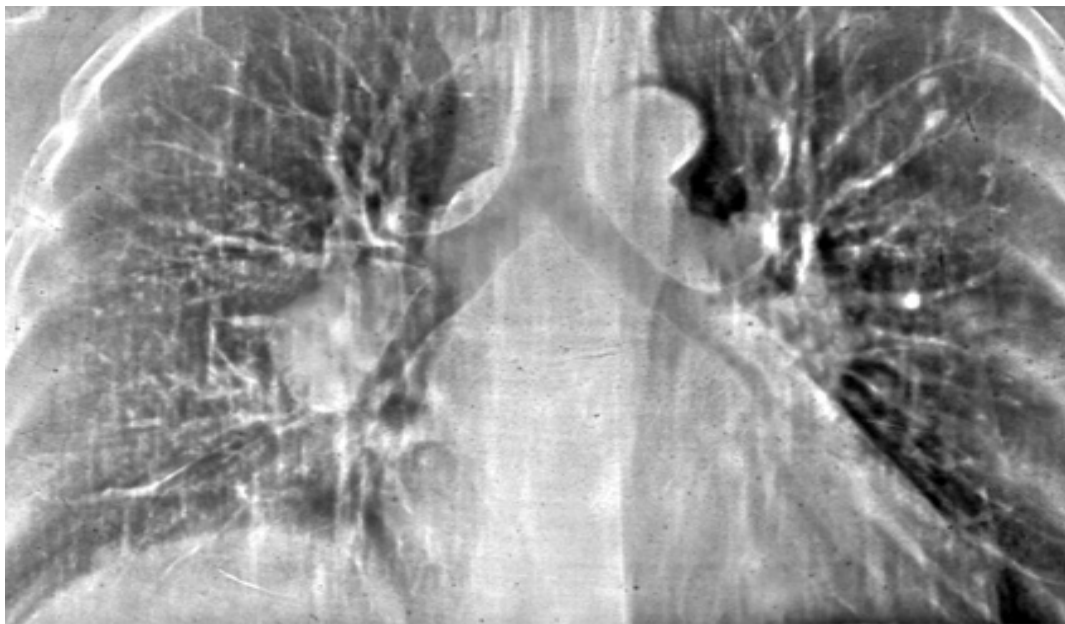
Саркоидоз I, II ст. линейная электрорентгенограмма (ЭРТГ), срединный срез.
